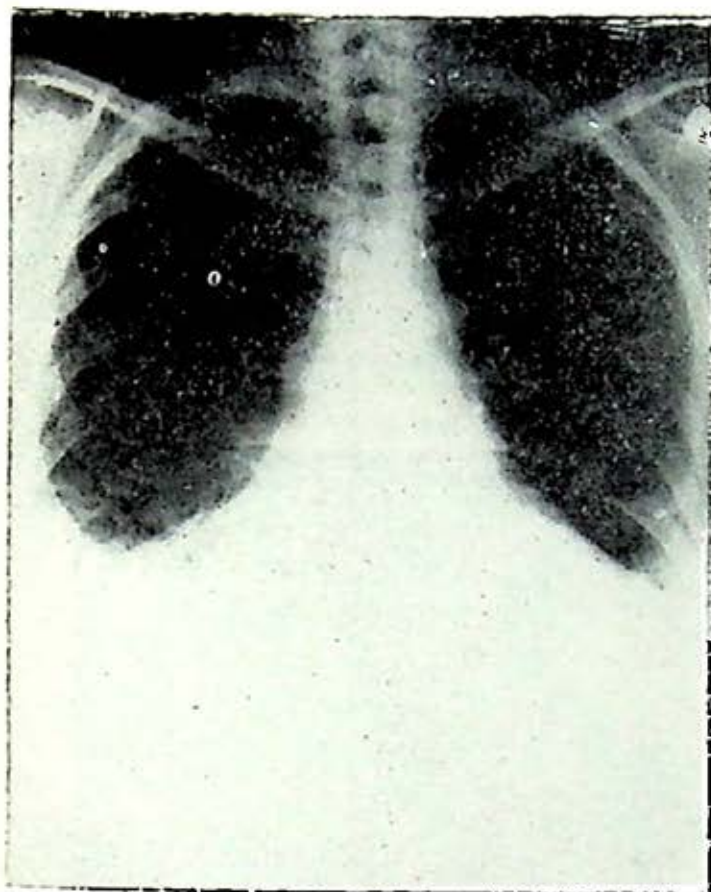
Telerradiografía de tórax en P.A. de la misma persona de la placa anterior, con derrame pleural bilateral.
